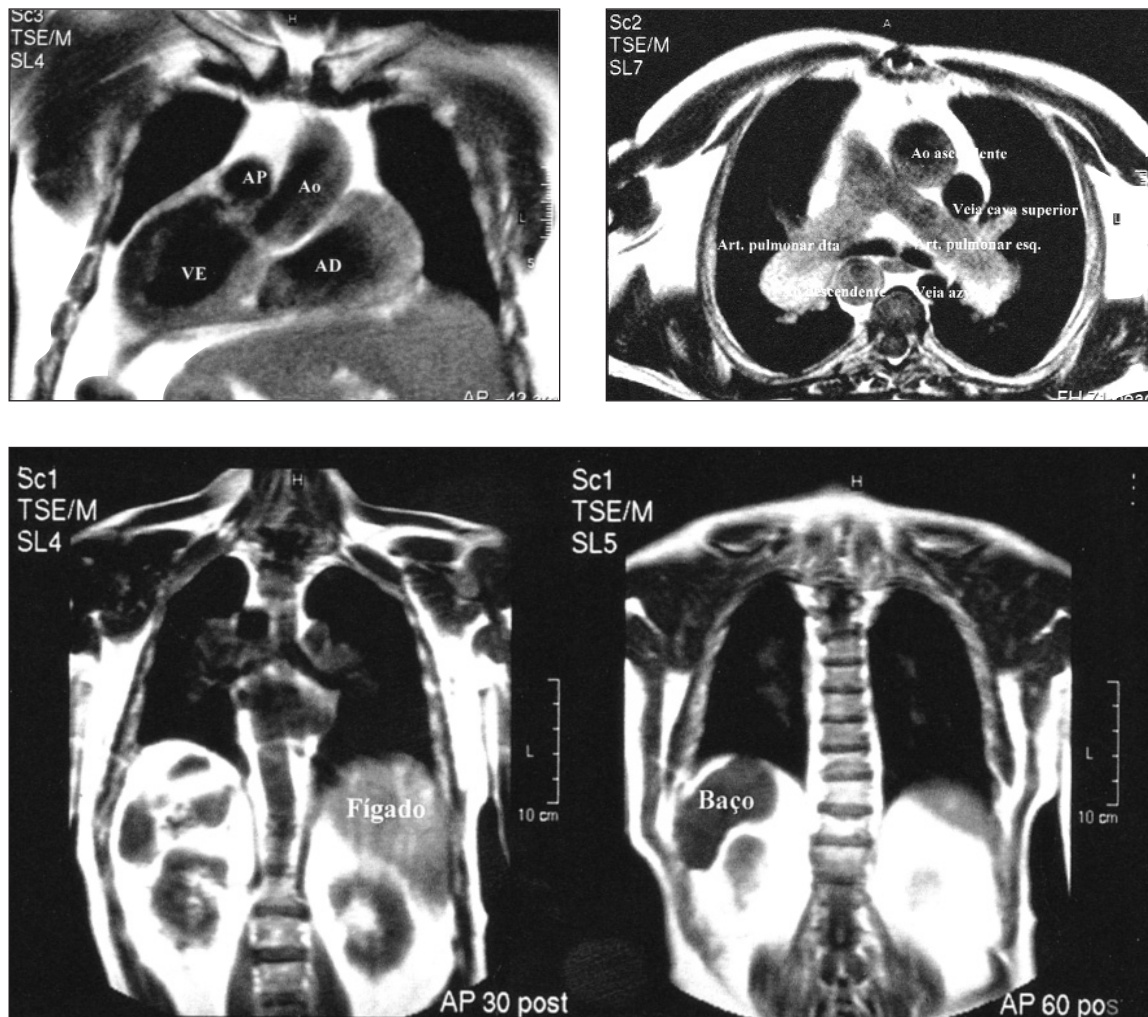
Ressonância magnética nuclear toraco-abdominal: situs inversus total, aspectos sugestivos de CIA encerrada, artérias pulmonares de calibre aumentado e veia azigos proeminente.
